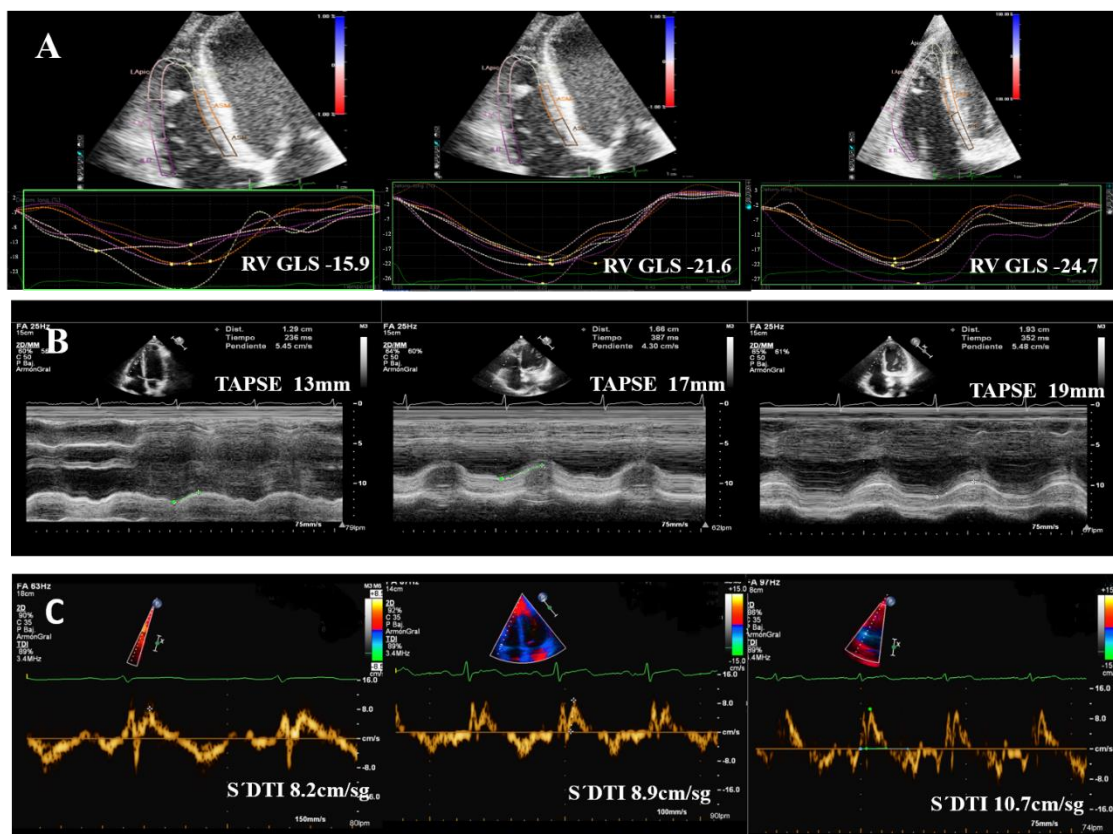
Evolución de las medidas de función longitudinal VD en un paciente TC
